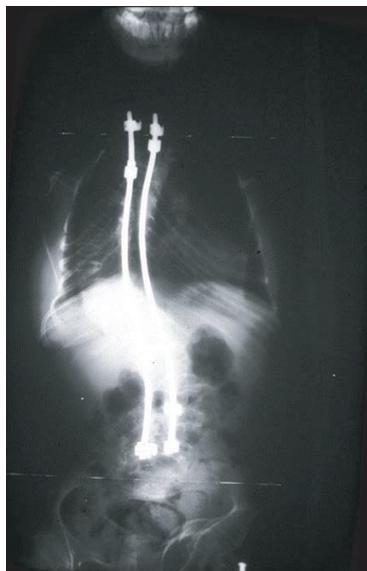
Radiographie de colonne vertébrale avec enclouage (4).
